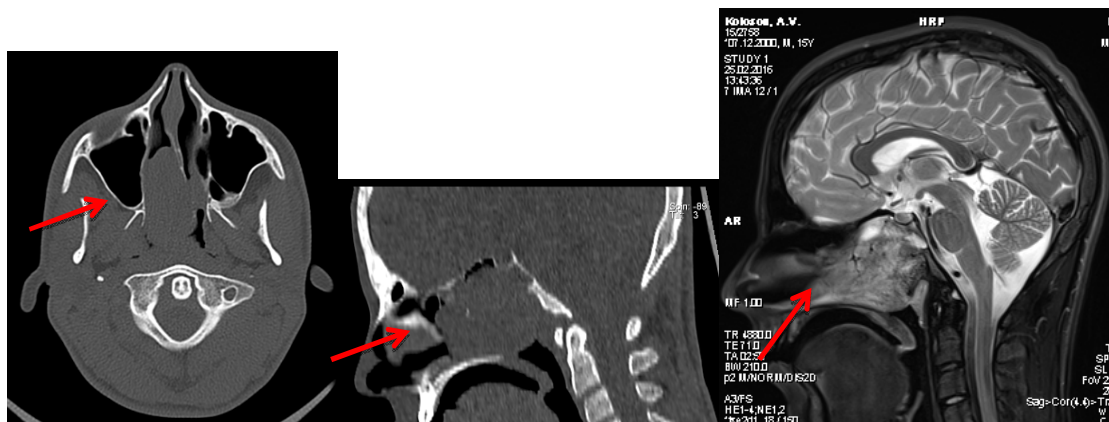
Пациент К., 15 лет. Диагноз: Ангиофиброма носоглотки, Fish Ша. КТ и МРТ носоглотки, выполненные перед операцией
